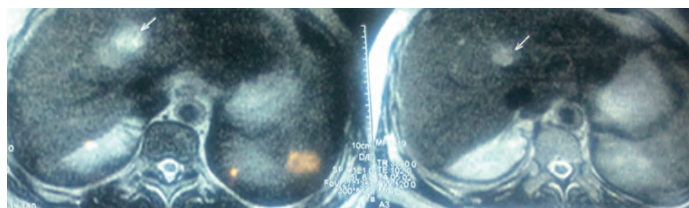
l'IRM abdominale montrant la localisation hépatique (flèche)
